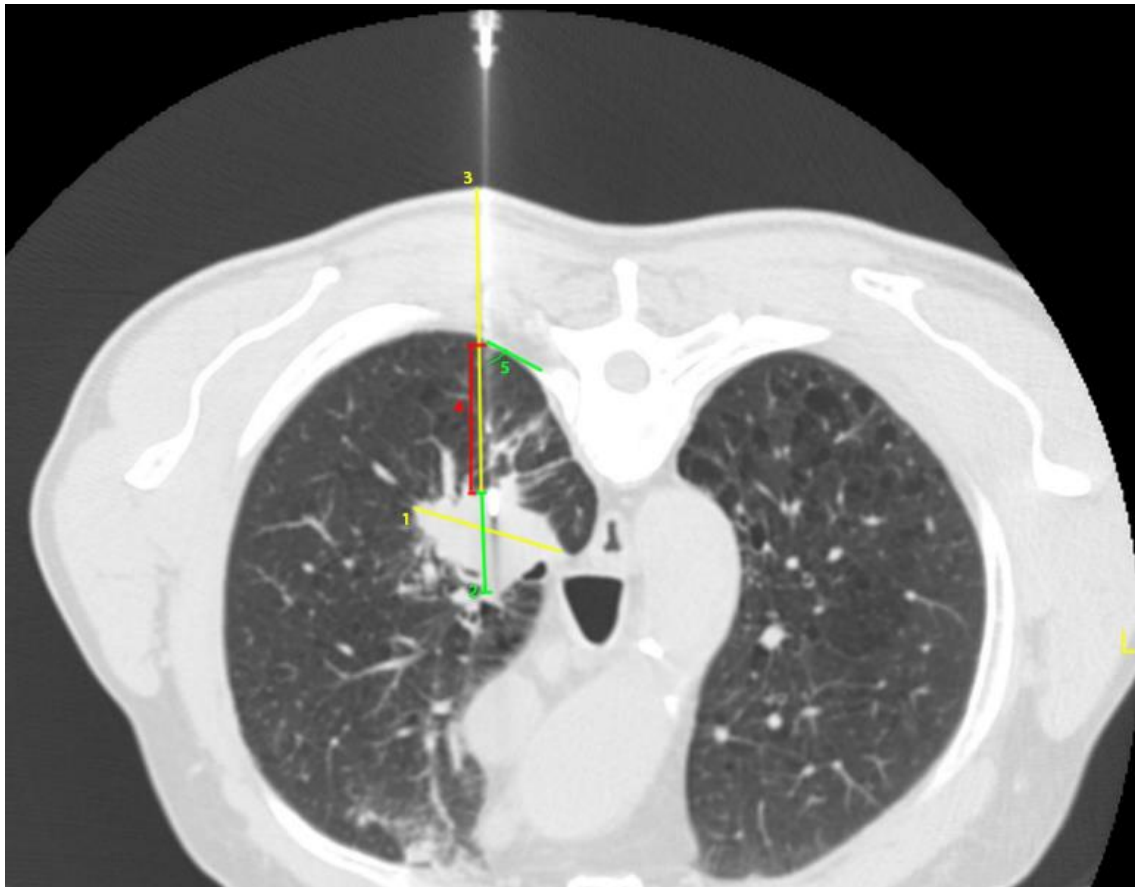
Mediciones realizadas en las imágenes de la biopsia guiada por TC. Diámetro máximo de la lesión (1); diámetro de la lesión siguiendo la línea de punción (2); distancia de piel a lesión (3); distancia de pleura a lesión (4); ángulo entre aguja y pleura (5).
